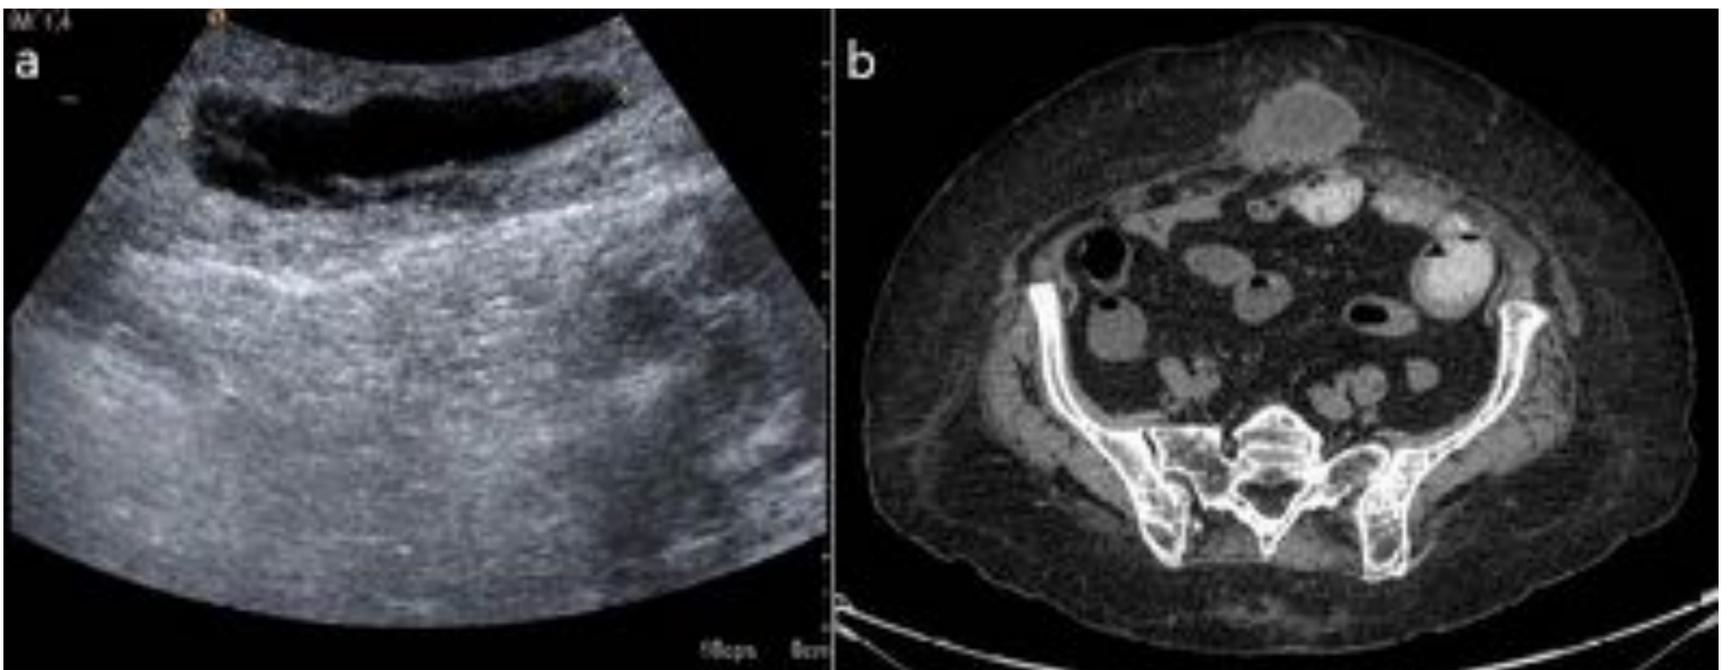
Colecciones con características radiológicas de seroma en ecografía (a) y TC (b)
